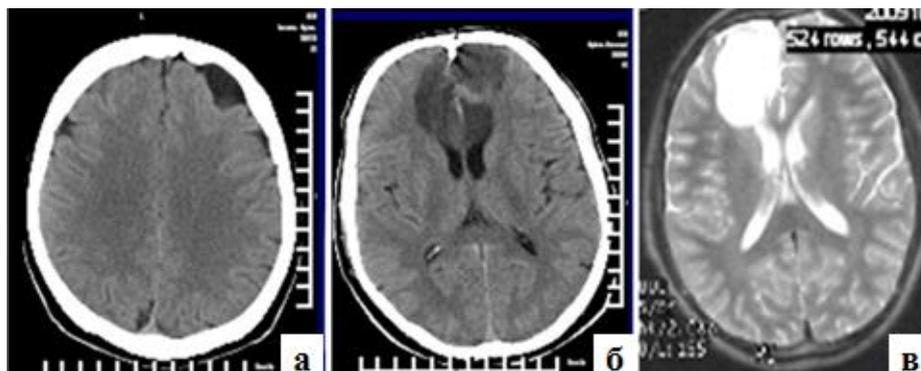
Посттравматические МСКТ (а,б) и МРТ(в) очаговые изменения легкой, средней и тяжелой степени
